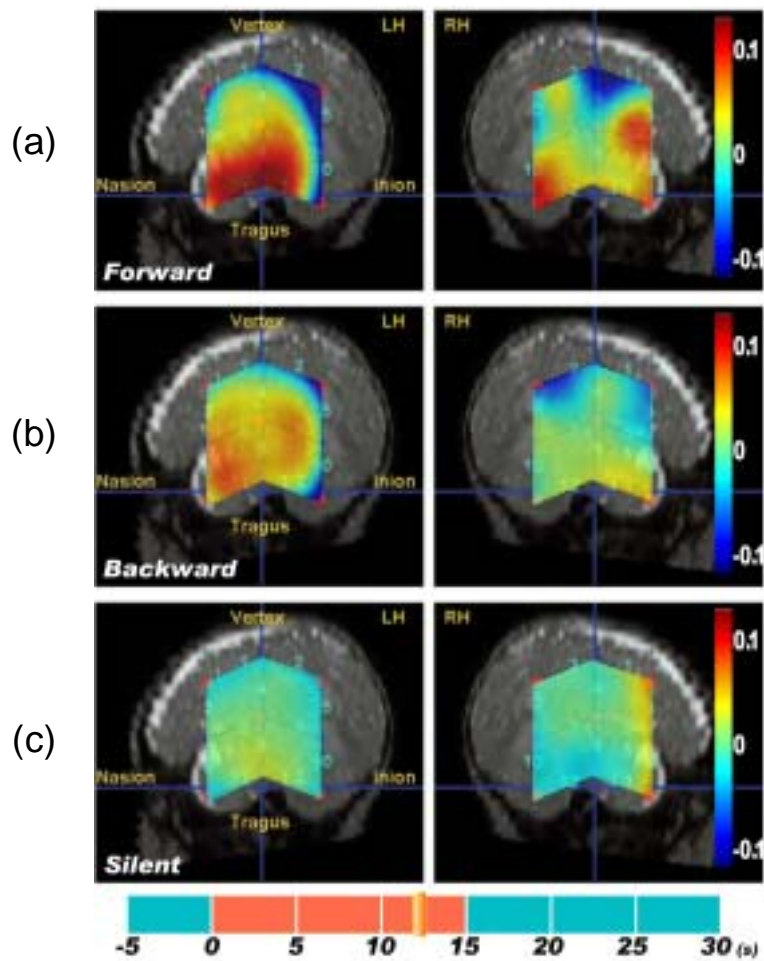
生後2 - 5日(平均2.7日)の言語音に対する脳活動画像。画像は、血液量変化に相当するtotal-Hbを表しており、12人の平均時間波形から再構成した。MRI画像は2ヶ月の乳児の画像。(a) 会話音を聞いたとき、(b)会話音の逆回しを聞いたとき、(c)何も聞かないときの脳活動画像を示している。会話音を聞いたときに、左半球の言語聴覚野近傍で、統計的に有意な反応が観測された。また、他の刺激時には有意な反応は得られなかった。(イタリア国際高等研究所・J. Mehler氏グループとの共同研究)
